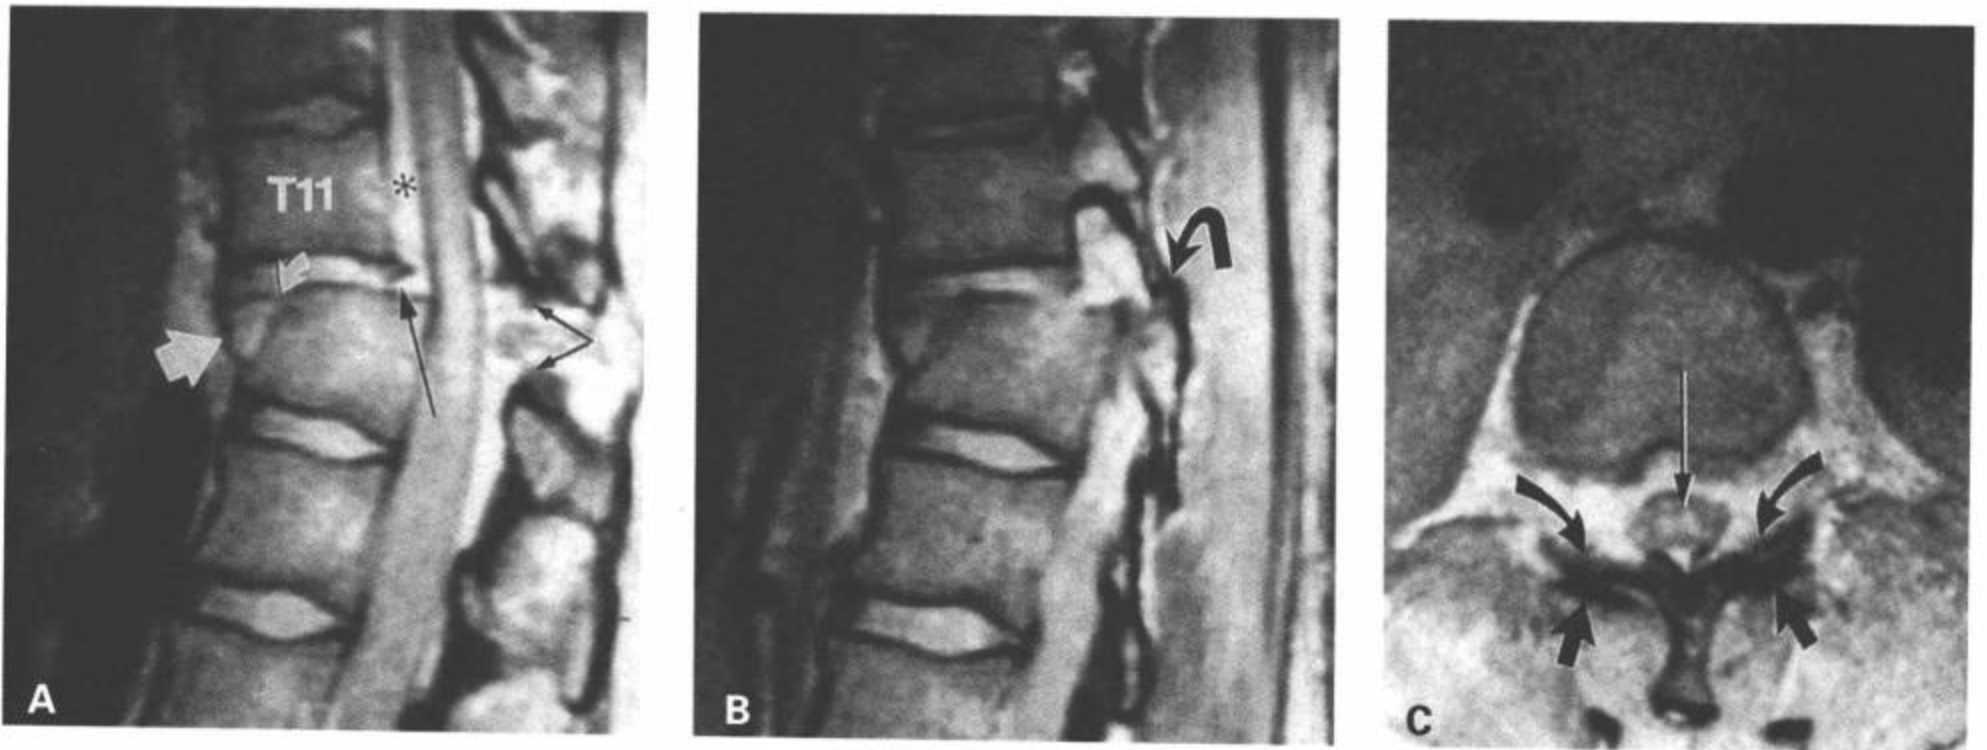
T11-12骨折脱位伴小关节绞索。A: 矢状面中间加权FSE图像显示T11-12半脱位伴成角。T12椎体骨折变形。T11/12椎间盘损伤伴纤维环前部(弯白箭)和后部(长黑箭)断裂。有一个被前纵韧带包绕的向前突的椎间盘(大白箭)。黄韧带断裂(黑箭)。硬膜下前间隙出现水肿(星号),水肿从损伤的椎间盘层面向头侧延伸。B: 旁矢状面中间加权FSE图像显示T11右侧下关节突移位到T12上关节突的前部(弯箭)。左侧也发现同样的表现。C: T11横断面中间加权FSE图像显示椎小关节的异常关系。下位椎小关节面(弯箭)移位到上位椎小关节面的前部(箭)。显示脊髓中央灰质内的水肿(长箭)。(From: Flanders AE, Croul SE. Spinal trauma. In: Atlas SW. Magnetic Resonance Imaging of Brain and Spine. 3<sup>rd</sup> ed. Philadelphia: Lippincott Williams & Wilkins; 2002:1781, with permission.)
